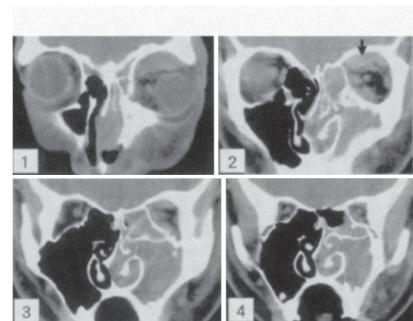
Coronal CT images.
